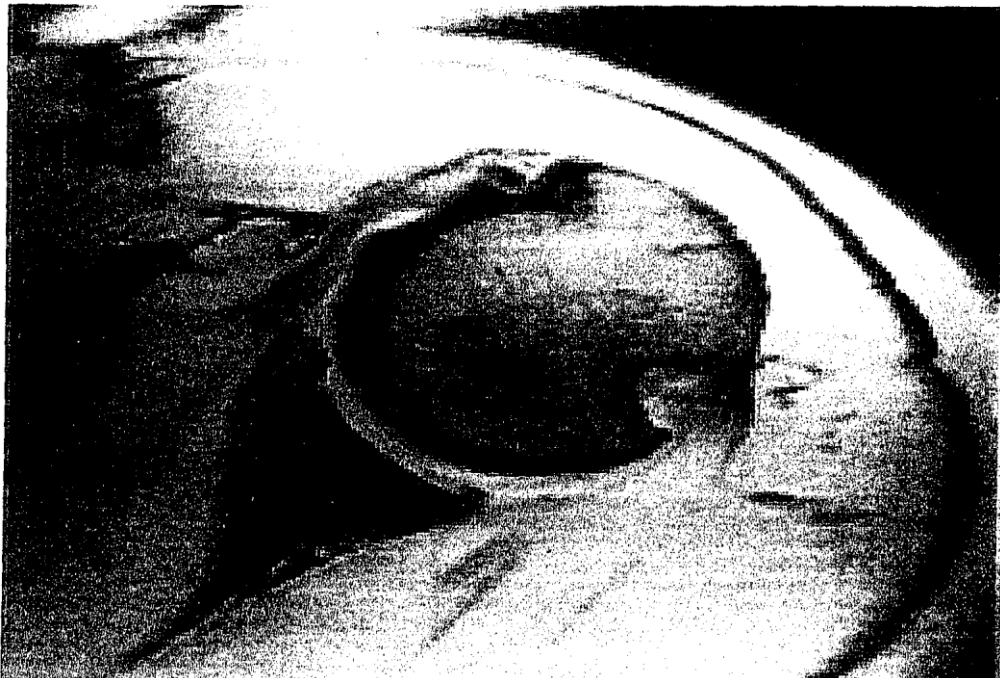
IRM DE L EPAULE
